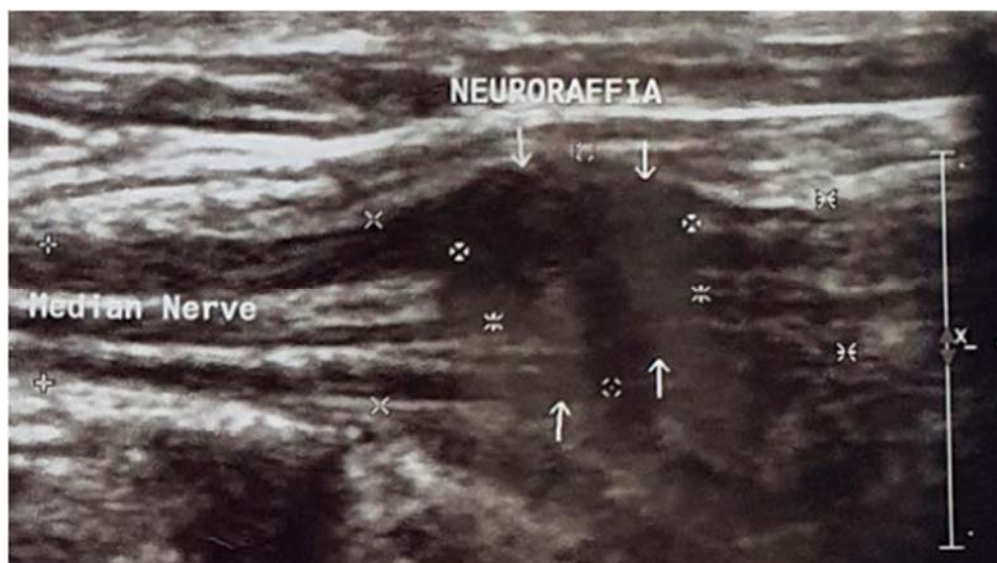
УЗИ срединного нерва через 4 недели после нейрорафии
